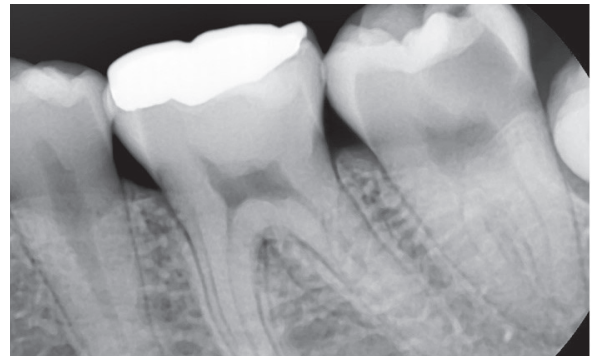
치관부 치질 1/2 이상의 결손을 보이는 #37의 치근단방사선 사진 상 모습.
